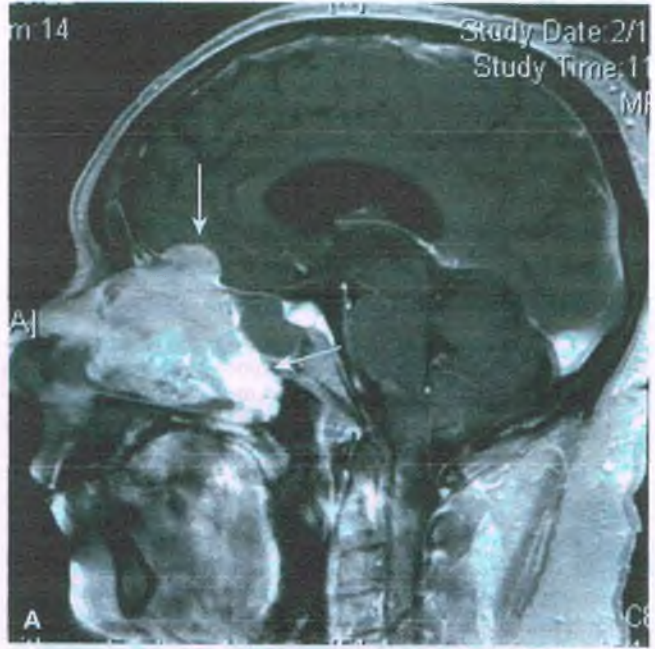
Neuroblastoma olfatorio. A. Corte sagital obtenido mediante resonancia magnética en modalidad T1 tras la administración de contraste, que revela la existencia de una masa hiperintensa (flechas) que surge a partir de la placa cribiforme y llena la cavidad nasal. B. El tumor se compone de células redondas pequeñas con núcleos hipercrómicos y un estroma eosinófilo que representa a la matriz neurofibrilar. Recuadro. Una micrografía electrónica revela la existencia de gránulos intracitoplásmicos de tipo secretor limitados por membrana, con núcleos densos.
